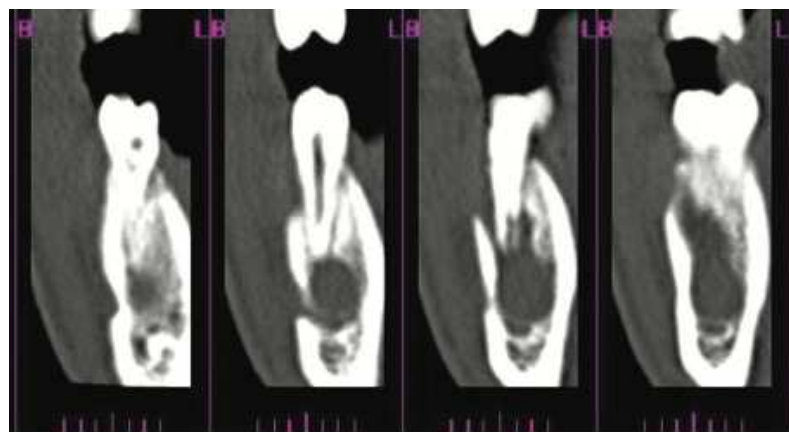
Images tirées du CBCT de la 35. [34]
